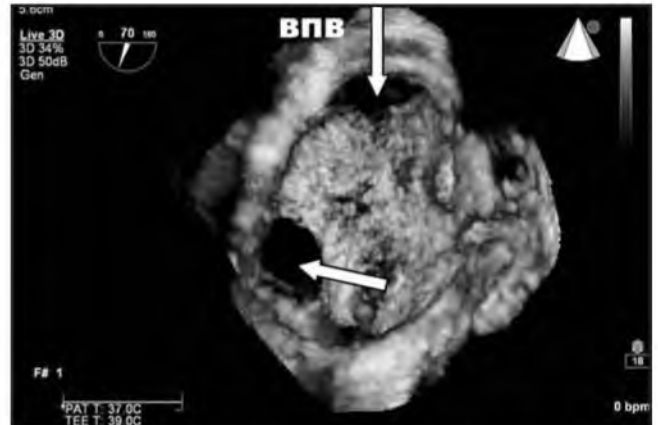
3D эхокардиограмма. Реканализованный округлый ДМПП у ниже-кавального края.
